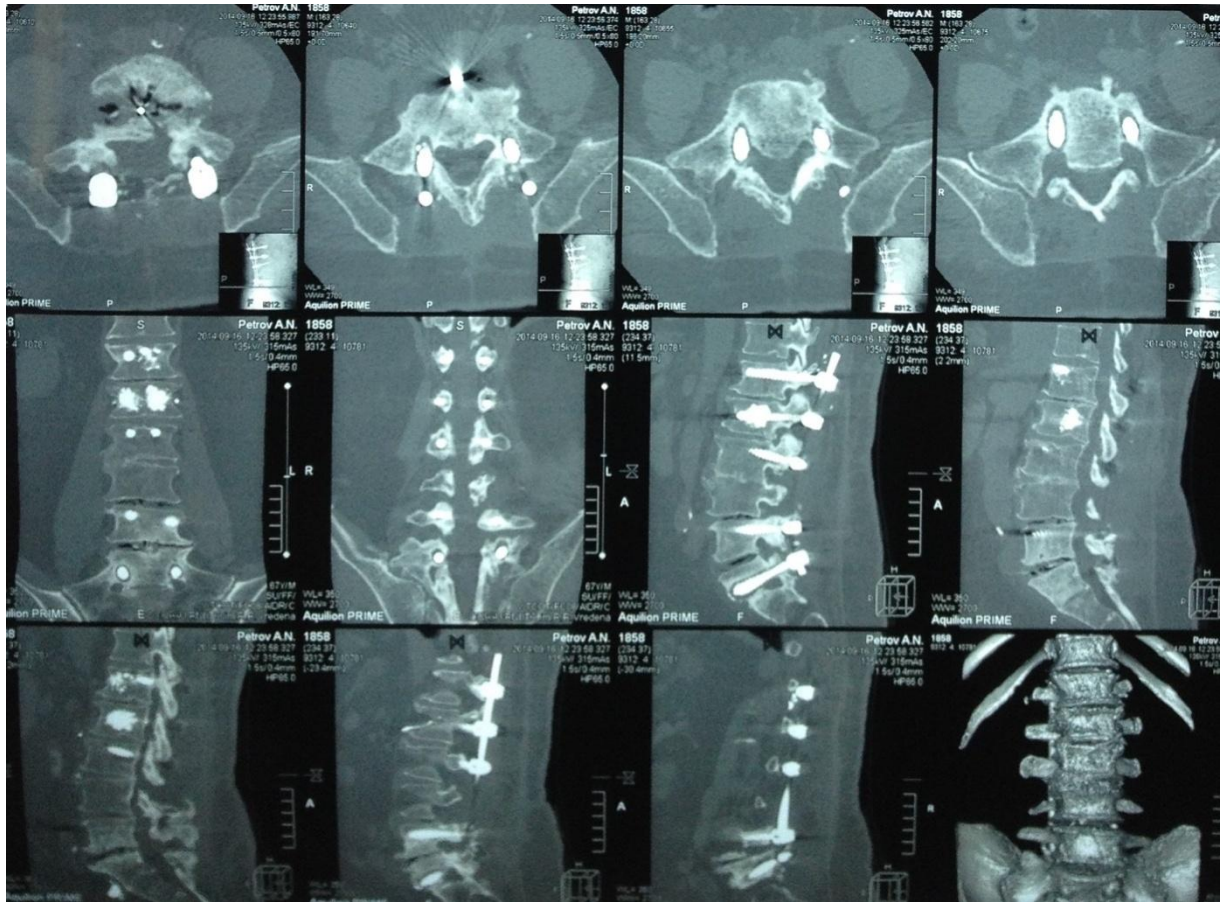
КТ поясничного отдела позвоночника пациента П., 62 лет (3D MPR и VRT режимы). Визуализируется нестабильность МК на фоне остеолита вокруг винтов S1
